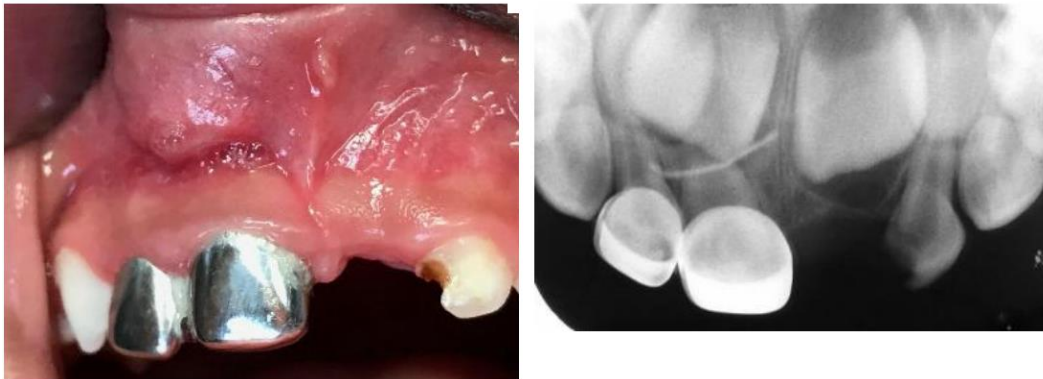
Fotografía intraoral donde se observa edema y hematoma. Radiografía periapical que muestra la presencia de la aguja. ¹²
